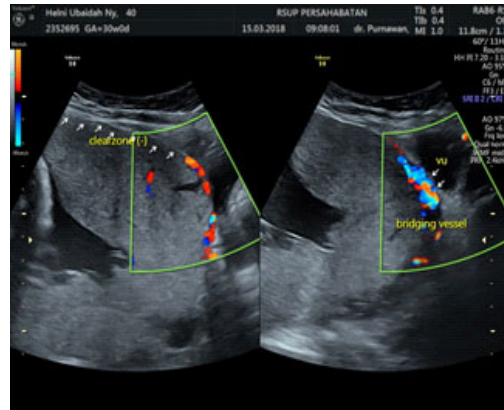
USG 35 minggu. Miometrium sepanjang retroplasenta anterior yang tipis
